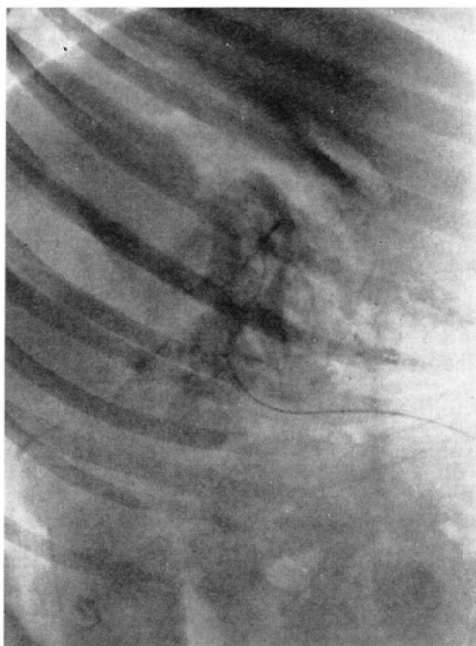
Roentgenogram at 3 min. after the end of infusion of 5ml of contrast medium. The shade of pancreas has become remarkably pale.
